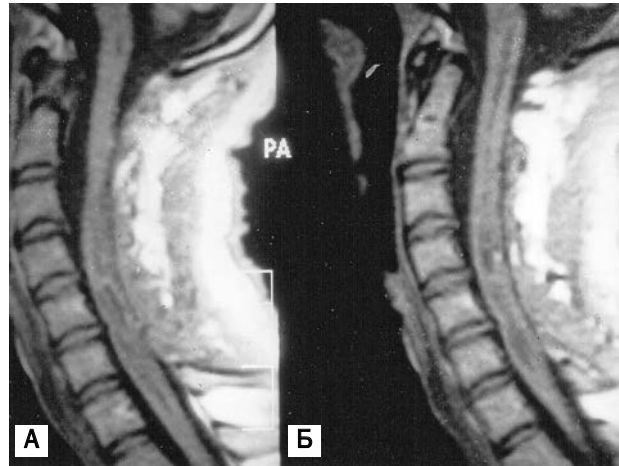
Гемангиобластома на уровне C1—C7II: сагиттальный МРТ-срез в T1-взвешенном режиме после внутривенного введения Магневиста (А). Тот же больной через 4 мес после удаления опухолевых узлов, опорожнения кисты. T1-взвешенный режим после внутривенного введения Магневиста. Опухолевые узлы отсутствуют, киста коллабировала (Б)
